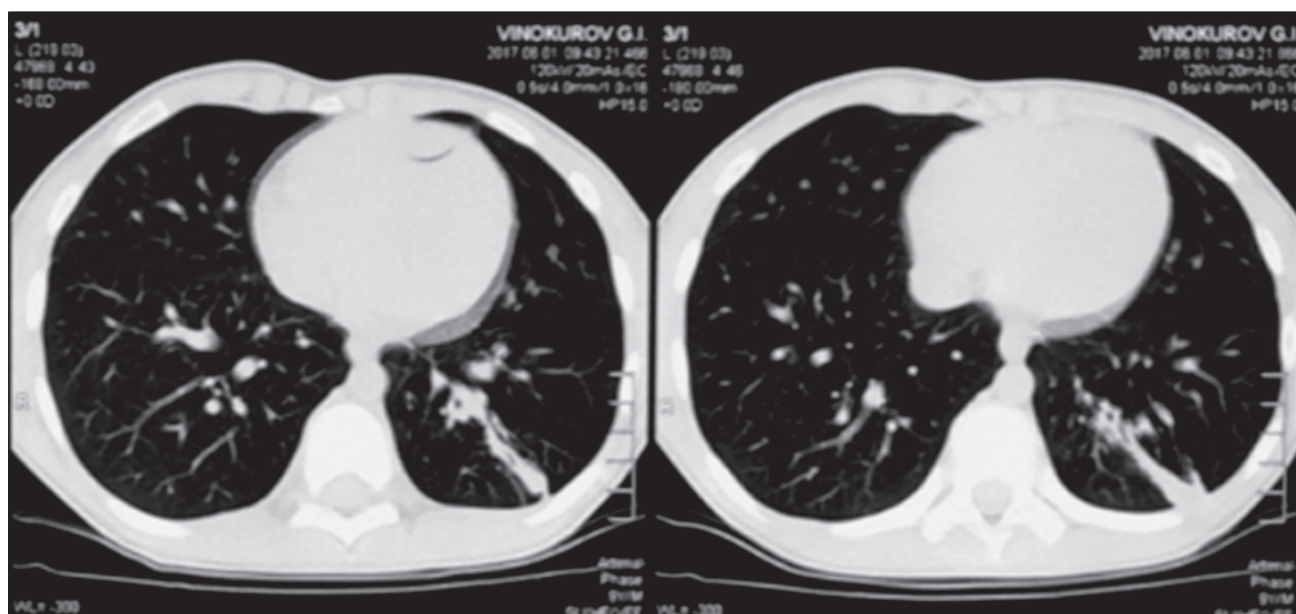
МСКТ (01.06.2017): КТ-ознаки лівобічної нижньочасткової пневмонії
